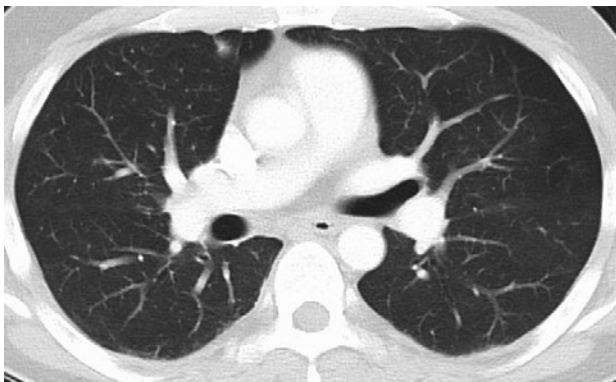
入院時胸部単純CT. 右S5小結節影のほか肺野に異常を認めなかった。
